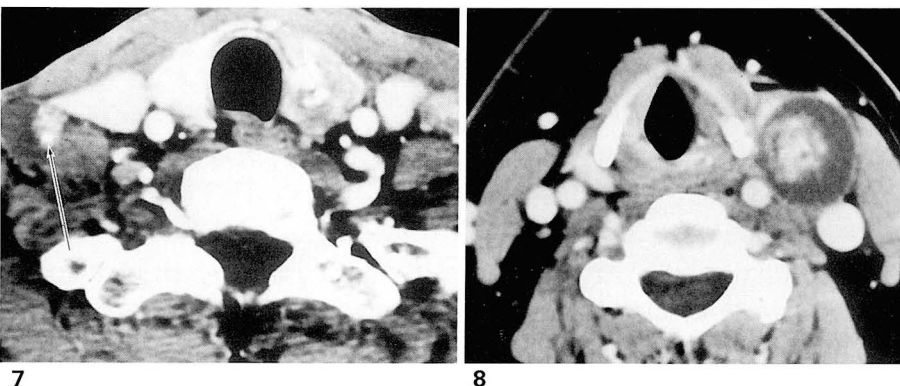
Calcifications in papillary solid portion of lymph node. On post-contrast CT scan, enlarged lymph node shows solid component containing calcification (arrow). Thyroid mass in the left lobe with calcifications is papillary carcinoma.
